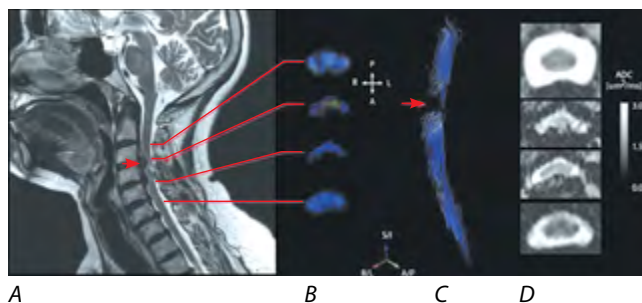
МР-трактография пациента со стенозом на уровне С3–С5 и очагом миелопатии на уровне С3–С4. А — МРТ в режиме Т2; В — FA (цветная карта); С — трактография; D — ADC карта.
